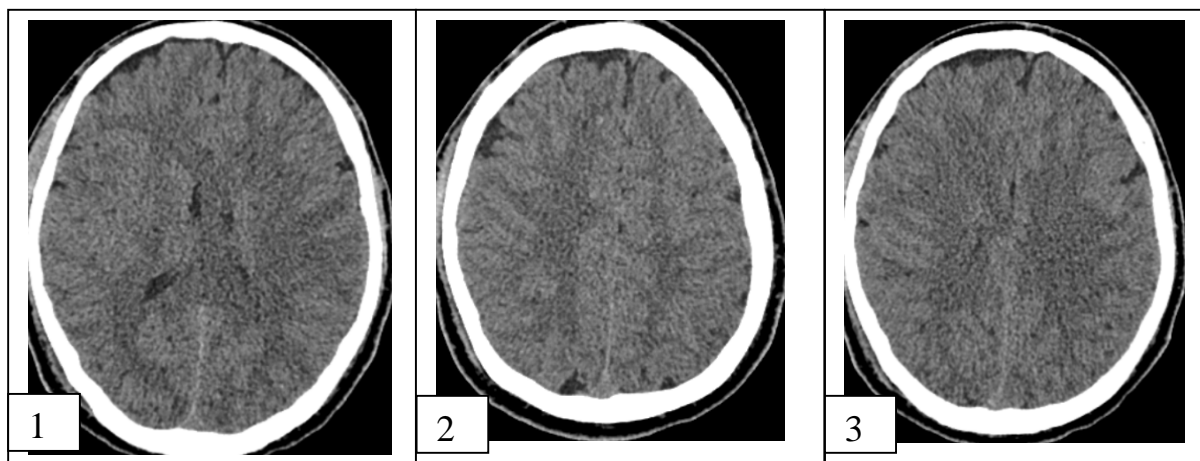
Пациент М., 19 лет . 2-е сутки черепно-мозговой травмы. КТ-сканы: скопление ликвора над правой лобной областью (1, 3), сохраняются точечные геморрагии в правой лобной области (2)
